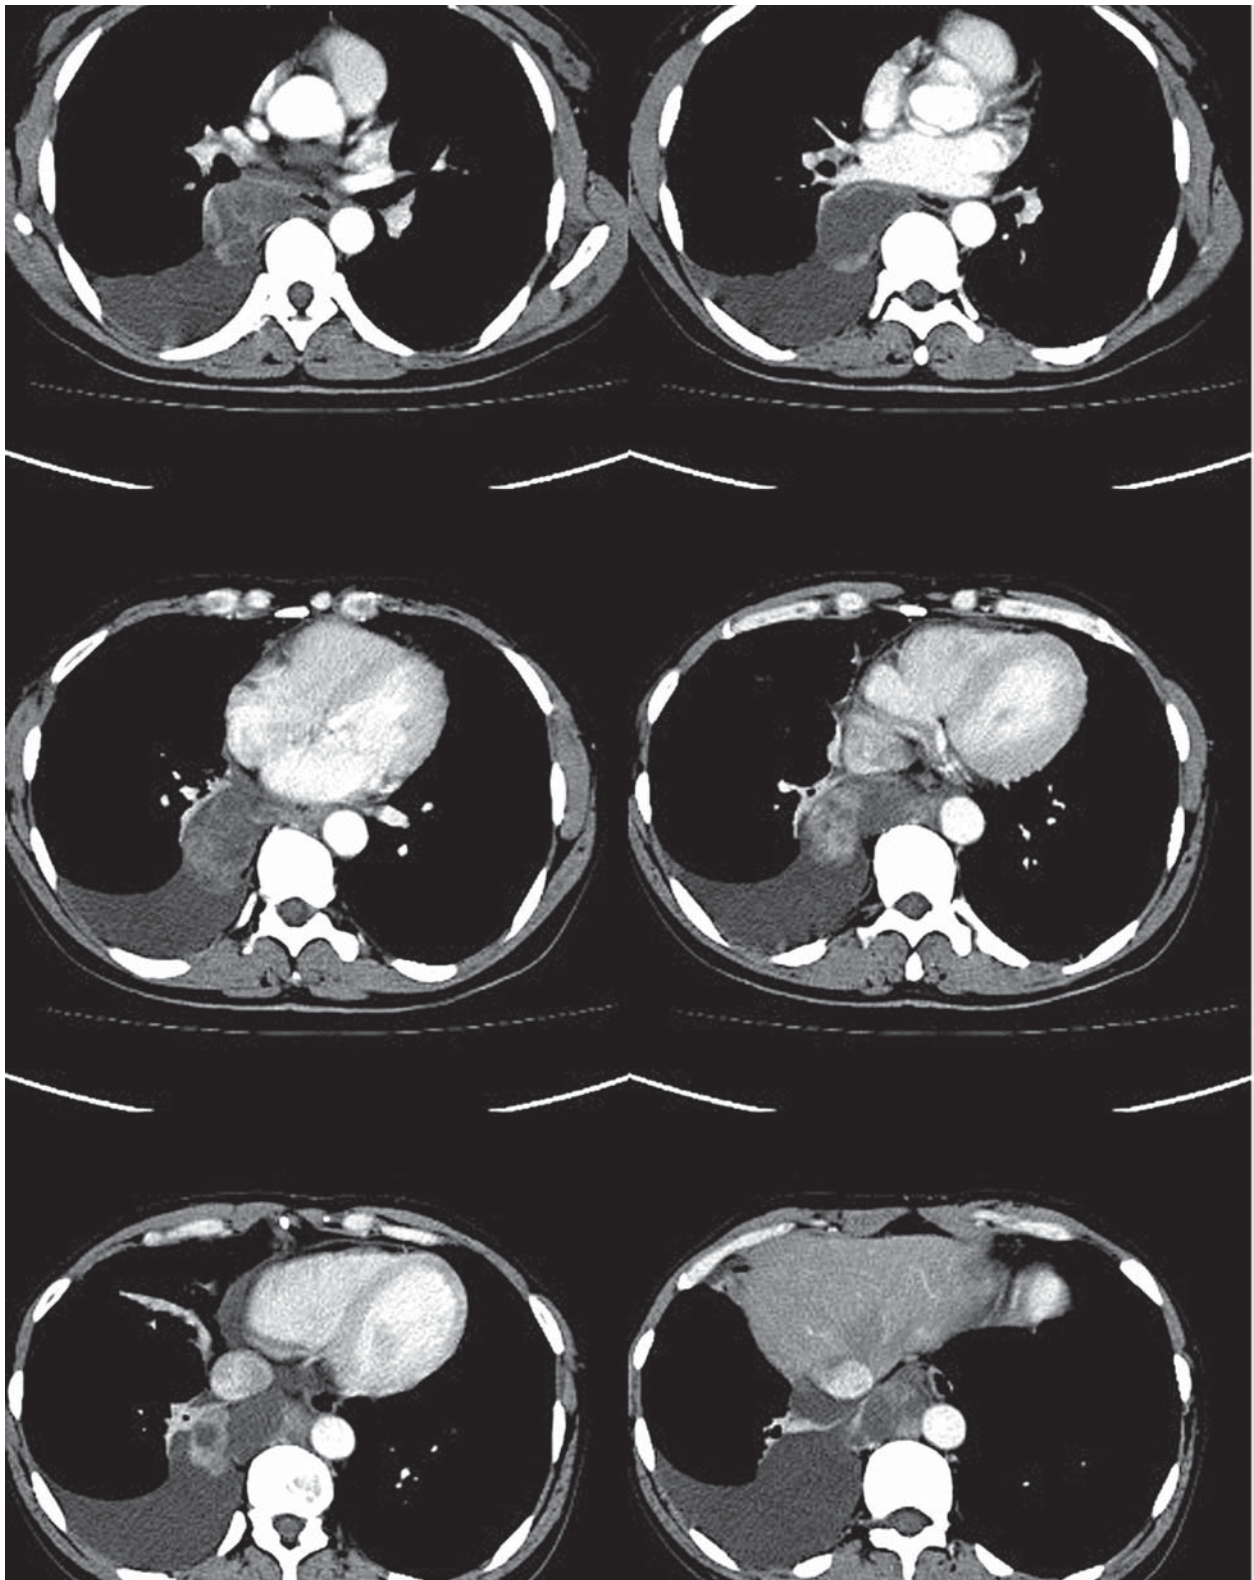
КТ скани грудної порожнини в аксіальній площині; медіастинальне вікно
